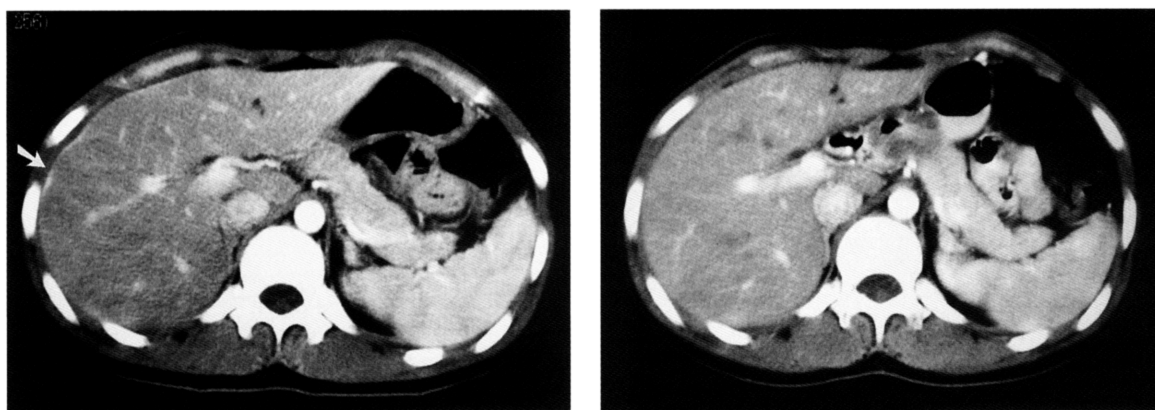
Abdominal enhanced CT on the early phase. (A) Hepatic capsular enhancement is identified at the surface of the medial segment and the right lobe (arrow). (B) Multicystic mass is detected at the right adnexal region (arrow).
